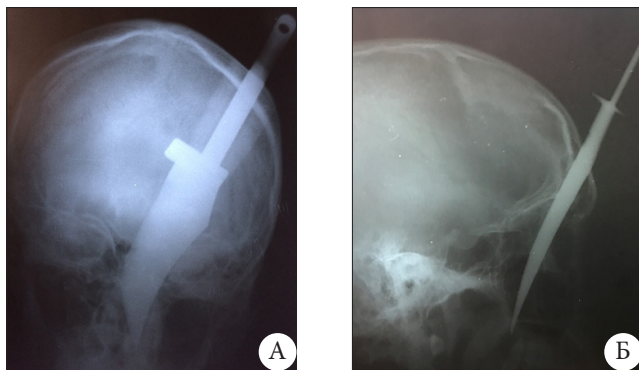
Рентгенограмма черепа. Тень металлической плотности (клинка ножа) в полости черепа; А – в прямой проекции, Б – в боковой проекции
